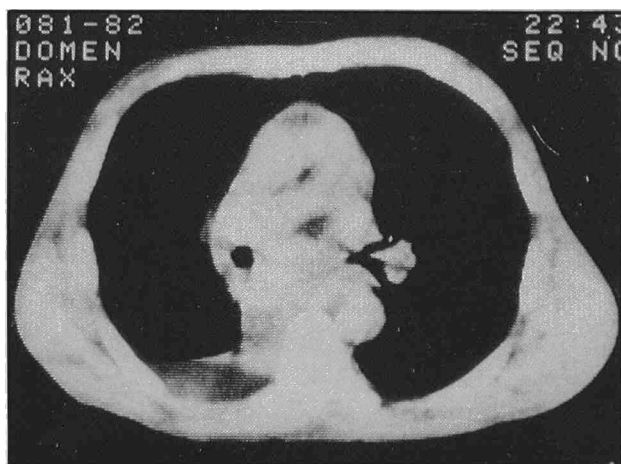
TAC de tórax y abdomen. Adenopatías mediastínicas y hepatoesplenomegalia.
